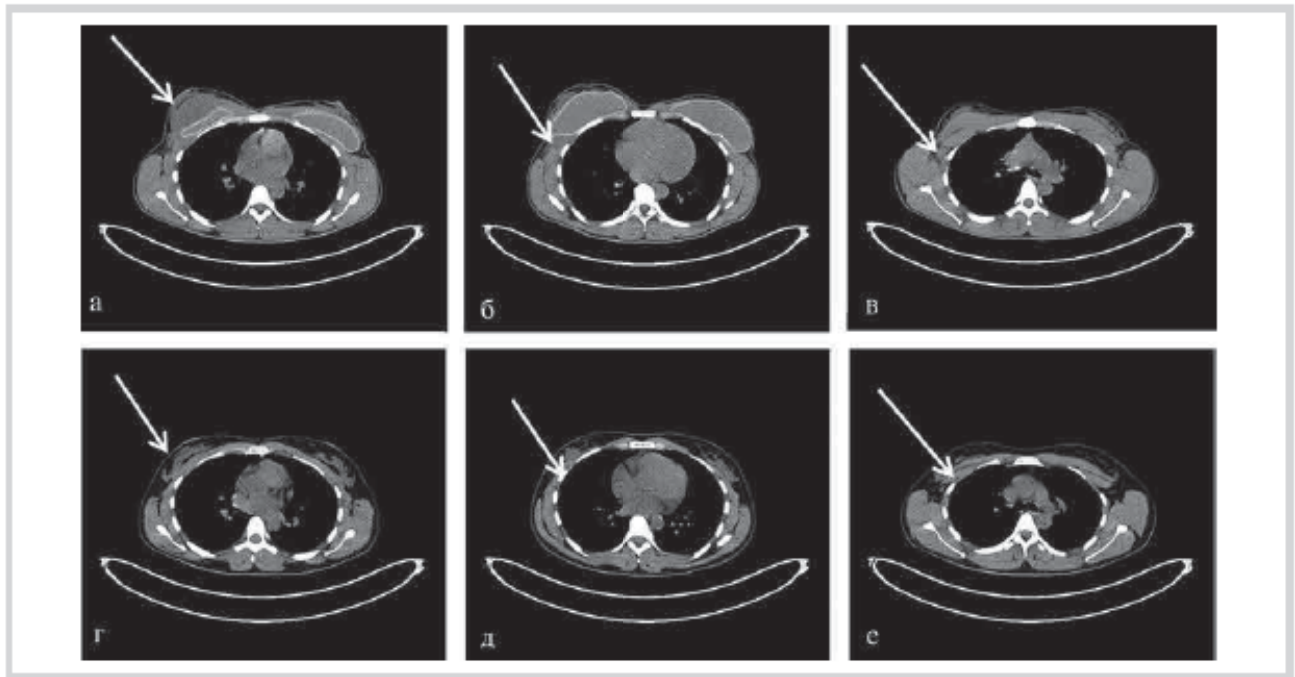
МСКТ органов грудной клетки.
